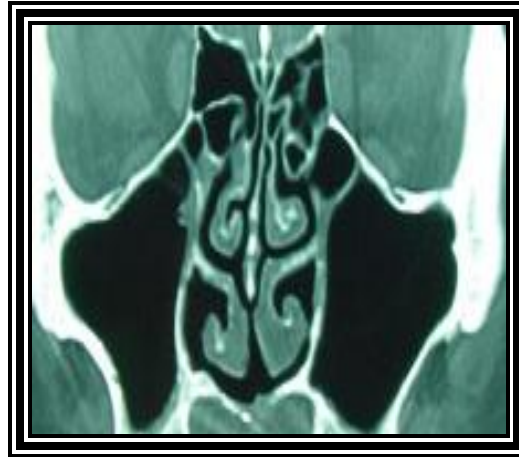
TAC senos paranasales. Cornete medio paradójico.
